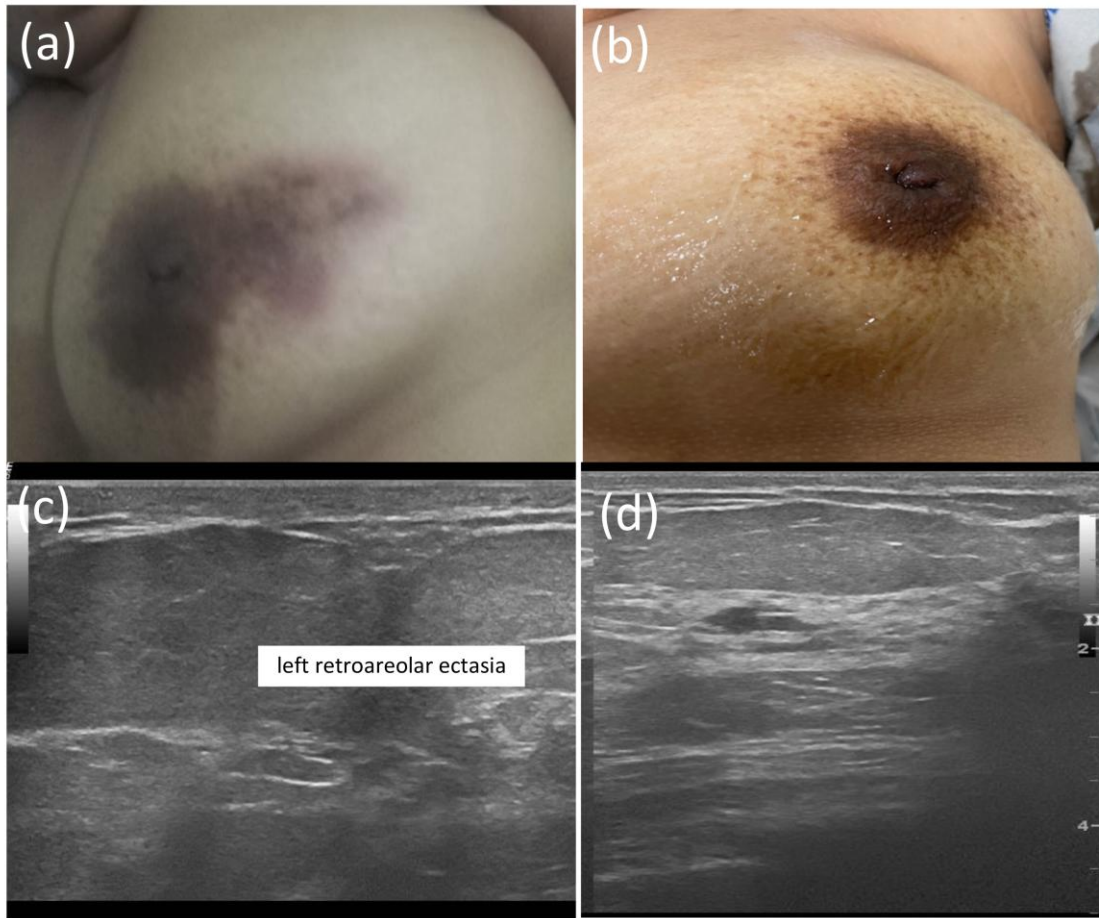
Patient diagnosed with fungal mastitis (*Candida krusei*). a) Image of the left breast demonstrating a suspected area of mastitis prior to treatment; b) Image demonstrating left breast without significant skin changes after four years; c) Ultrasound image of the breast demonstrating focal ectasia of the left breast duct; d) Ultrasound image demonstrating a cyst in the left breast.
